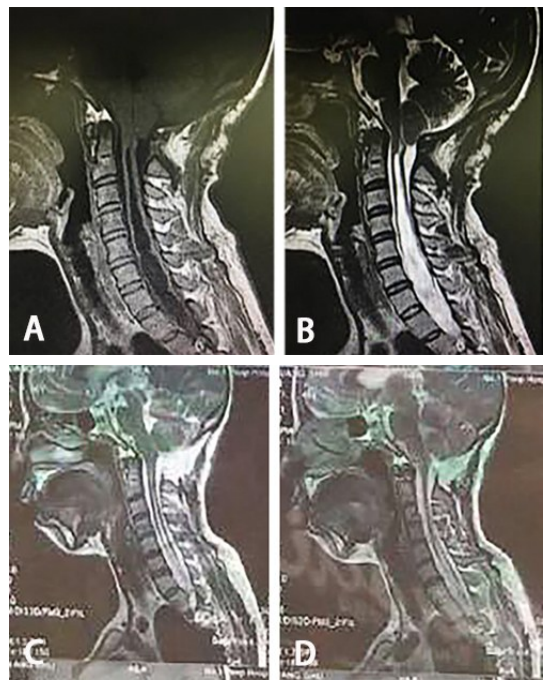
Chiari 畸形 I 型合并脊髓空洞症手术前后 MRI A、B. 外院行单纯骨性减压术后颈部 MRI; C、D. 我院行骨性减压+硬膜扩大修补术后颈部 MRI
